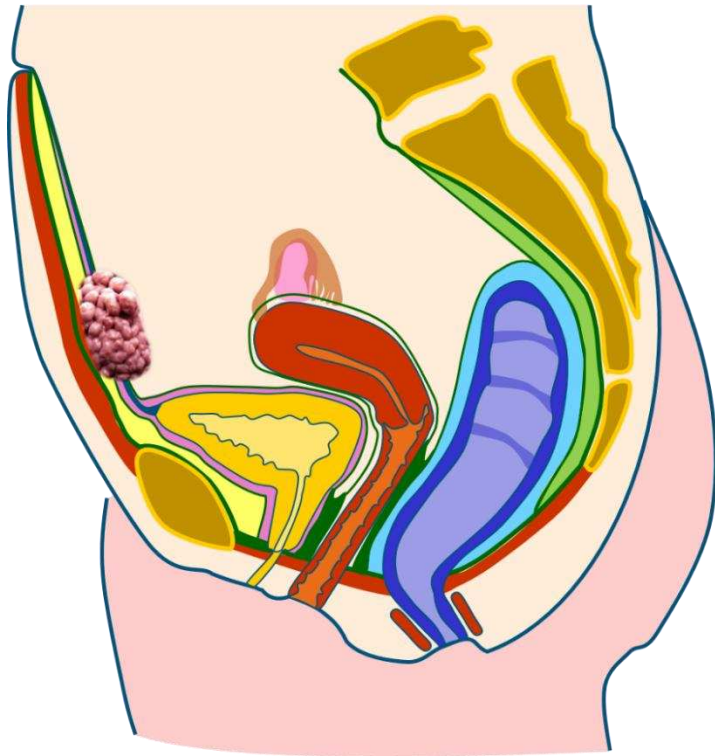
Adenocarcinoma no mucinoso de uraco. Izquierda: representación esquemática en visión sagital. Centro: ecografía (axial). Derecha: TC con contraste (axial). Masa sólida relativamente homogénea y bien delimitada (flechas huecas) inmediatamente adyacente a la cúpula vesical, en continuidad con el tramo distal del uraco. Se demostró quirúrgicamente dependencia del uraco, aunque con infiltración de la pared vesical. v: vejiga.
